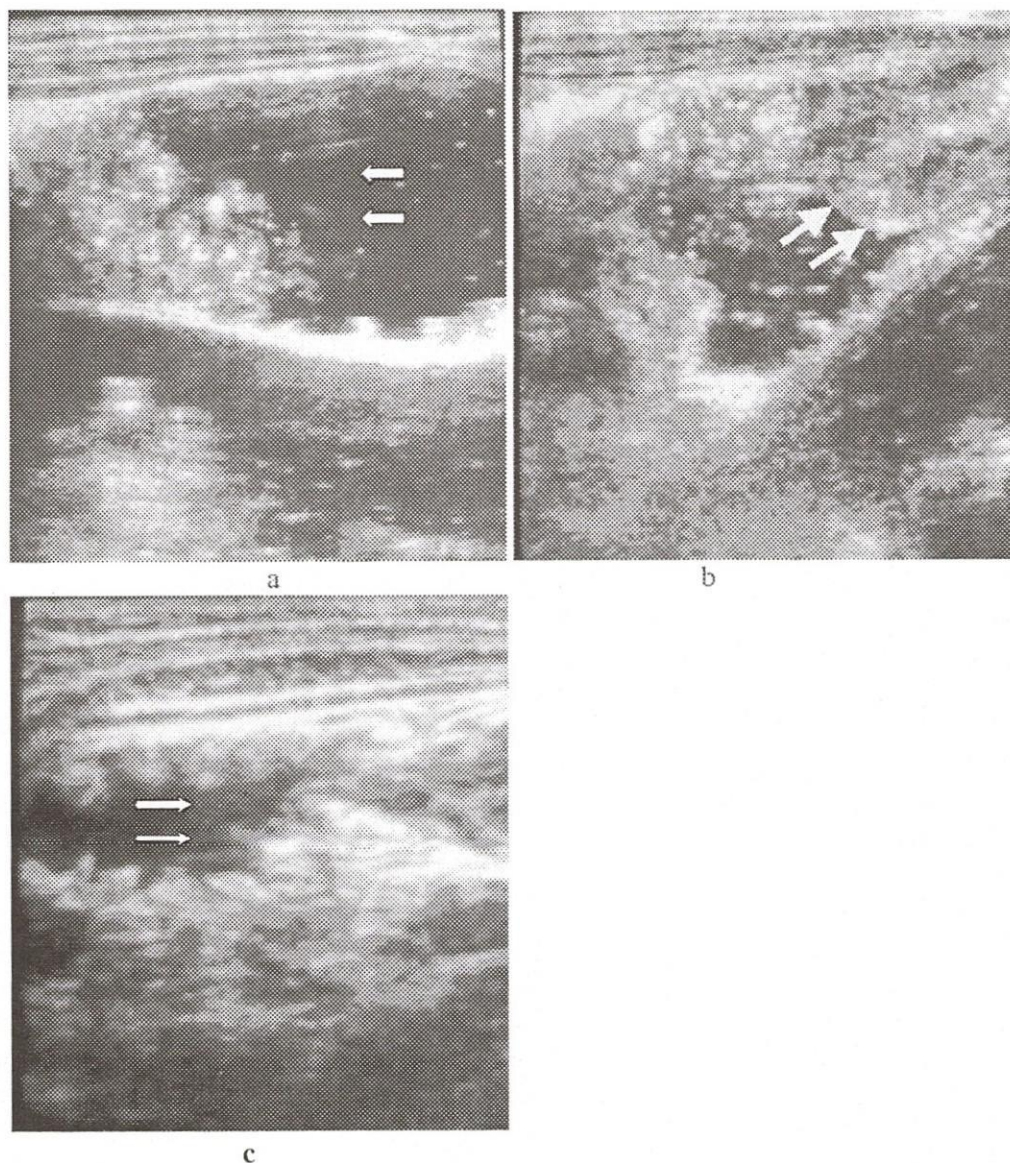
Même patient que la figure 1. Monitoring échographique de la réduction hydrostatique au sérum salé isotonique tiédi avec la progression rétrograde du sérum sous forme d'une colonne liquidienne piquetée d'hyperéchogénicité représentant les bulles d'air et des matières fécales (a) vers la tête du boudin d'invagination qui est refoulée par hyperpression (b). Disparition du boudin d'invagination et l'irruption brutale et massive du sérum dans la dernière anse grêle signent la désinvagination (c).
